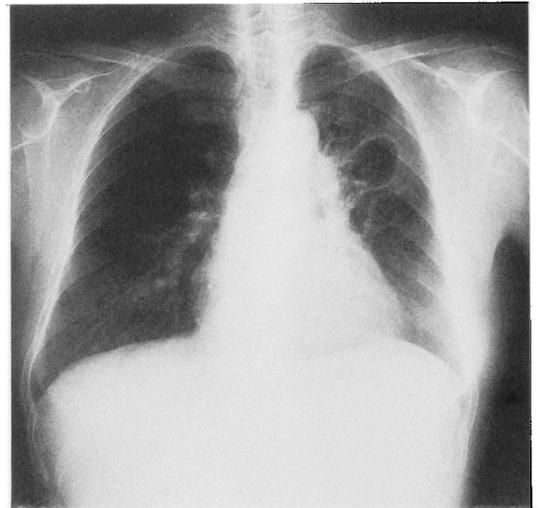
Chest X-ray film of case no. 1 on June 6, 1985.
